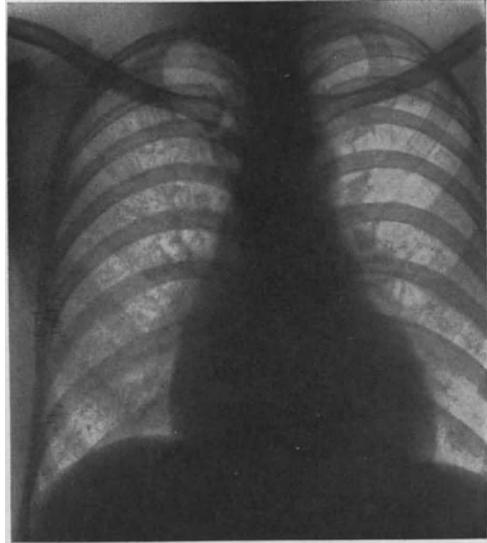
Röntgenaufnahme desselben Falles nach 11-tägiger Behandlung mit je 1 mg Betaxin: Rückbildung des TD von 18,3 cm auf 15,1 cm.
